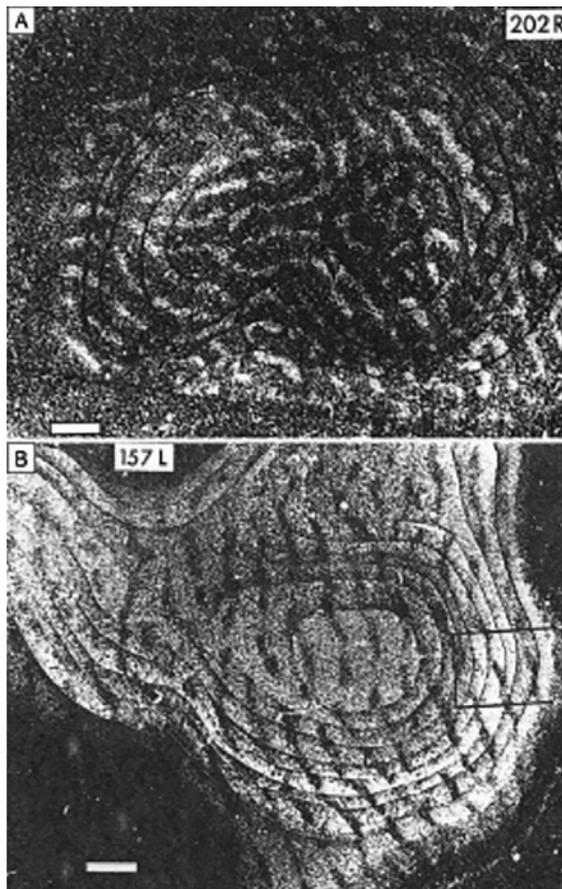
Autorradiografías de campo oscuro
